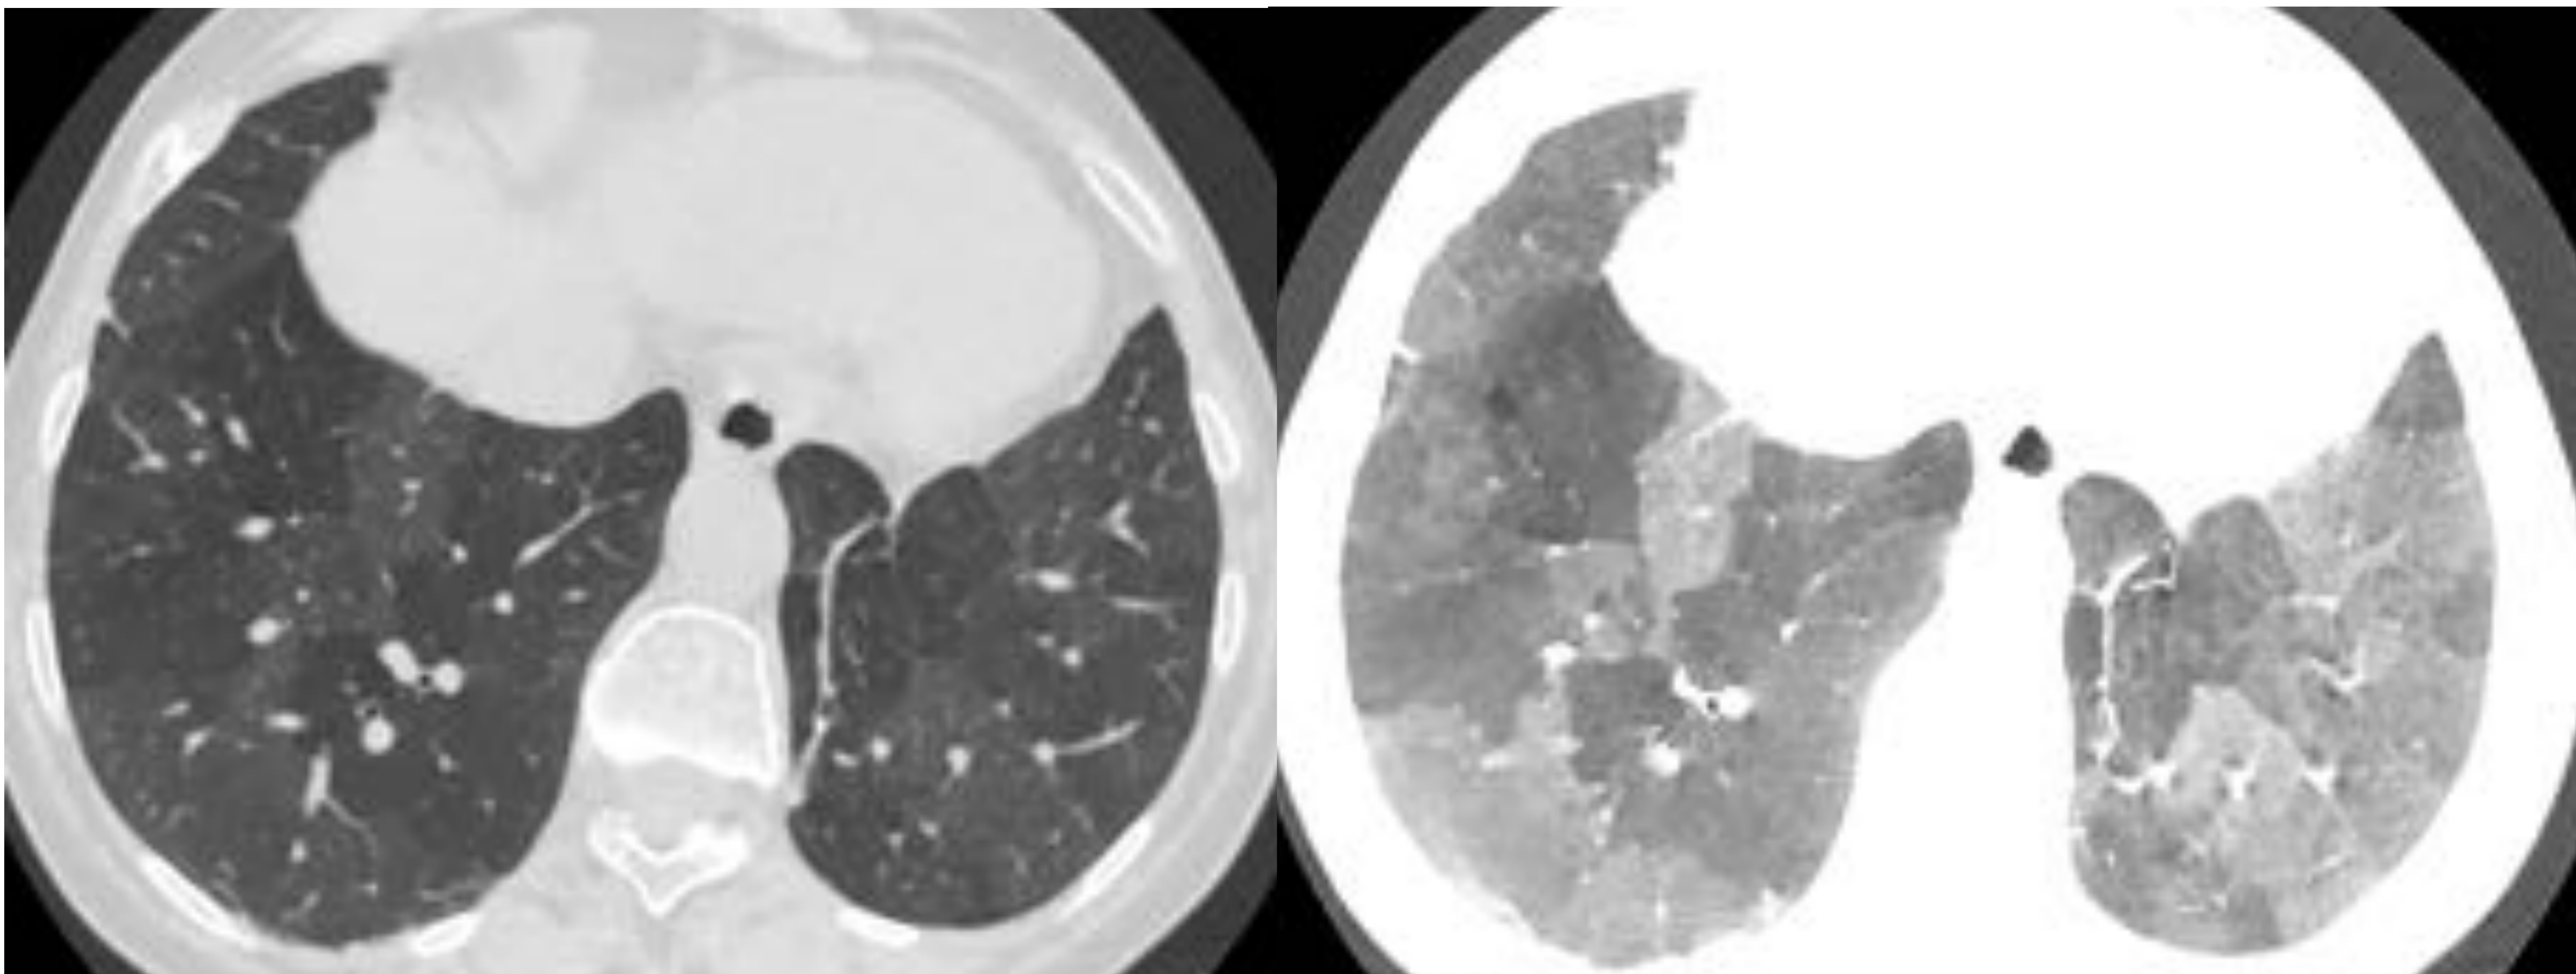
Tomografía computarizada con ventana de pulmón convencional y una reconstrucción MiniP en un paciente con hipertensión pulmonar: Patrón de perfusión “en mosaico”, aumento del diámetro de los vasos en las áreas de mayor densidad y brusca disminución de calibre en las áreas de hipoatenuación.
